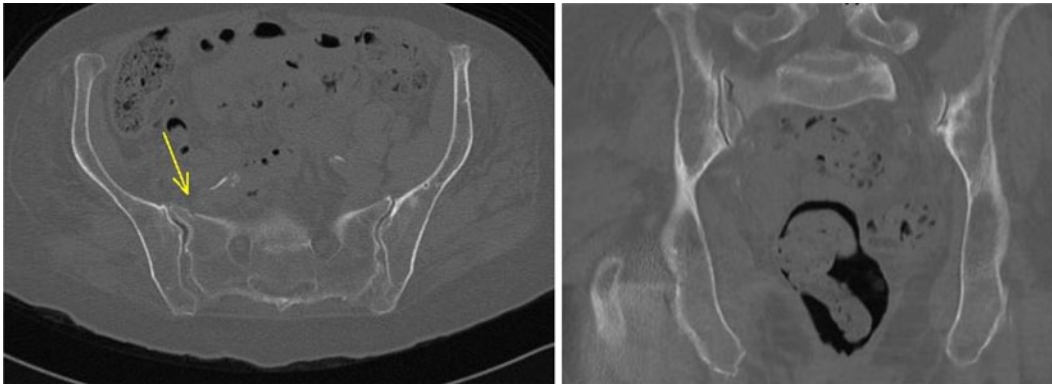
◀ CT des Beckens axial und koronar: inkomplette Sakrumfraktur rechts
